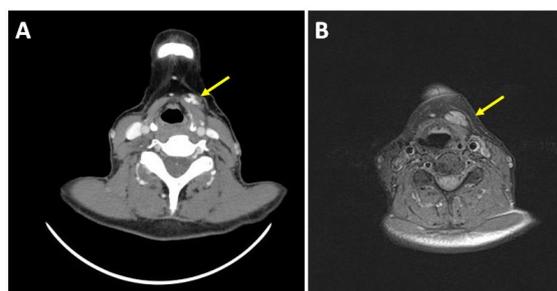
Comparativa de la lesión en un corte axial similar de TC (A) y RM (B). Se observa una lesión de aspecto benigno, bordes bien definidos de estirpe vascular superficial a la musculatura infrahioidea izquierda y profunda al platismo.
